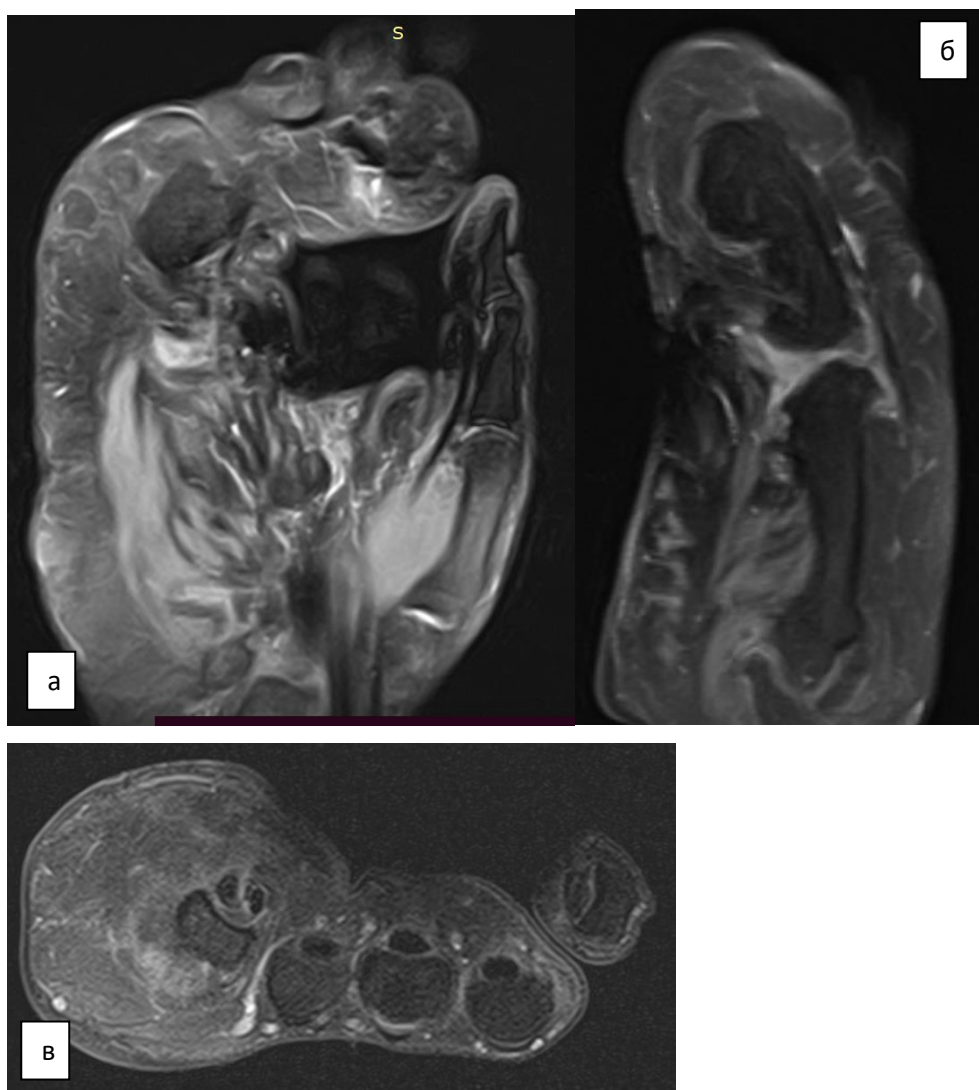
МРТ-исследование правой кисти: а – фронтальная проекция; б – сагиттальная проекция; в – аксиальная проекция (описание в тексте)
